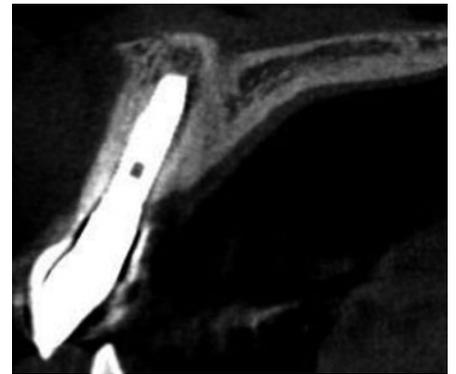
術後2年のCTクロスセクショナル像。唇側骨が維持されているのが認められる。
